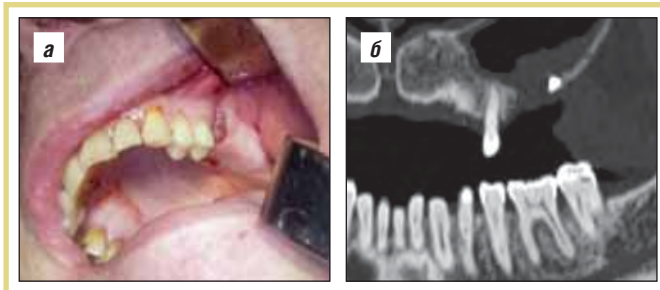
Клиническая картина (а) и компьютерная томография – КТ (б) локализованных полипозных изменений верхнечелюстной пазухи и пристеночно расположенного инородного тела, которые могут быть удалены доступом через ороантральное соустье
